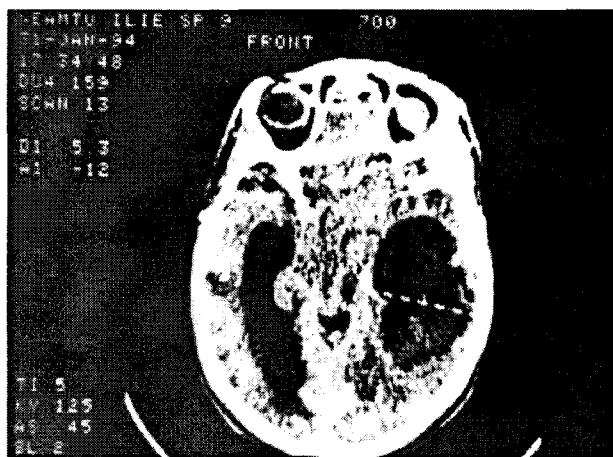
CT-scan*: tumoră chistică cu necroză centrală temporală profundă stângă (gliom malign).
